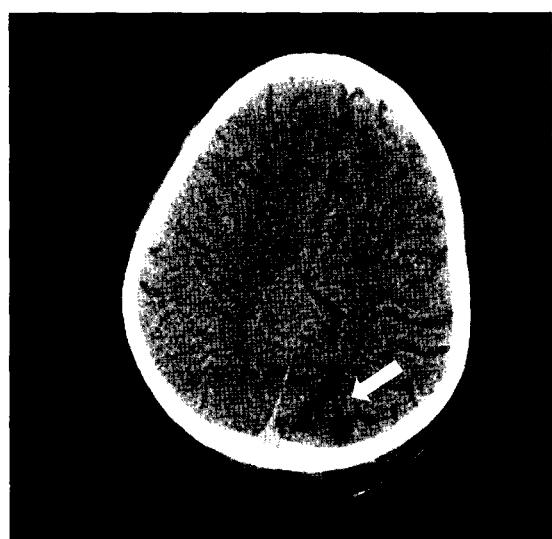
Brain CT scan findings performed 8 months prior to admission showed the geographical areas of hypodensity in the subcortical areas of the bilateral parieto-occipital lobes.
